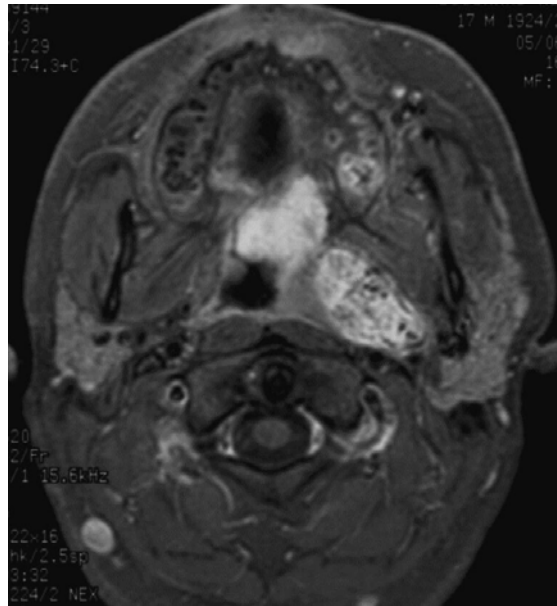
IRM en coupe axiale : Forme à extension inférieure vers les espaces parapharyngés avec extension cervicale [229]
